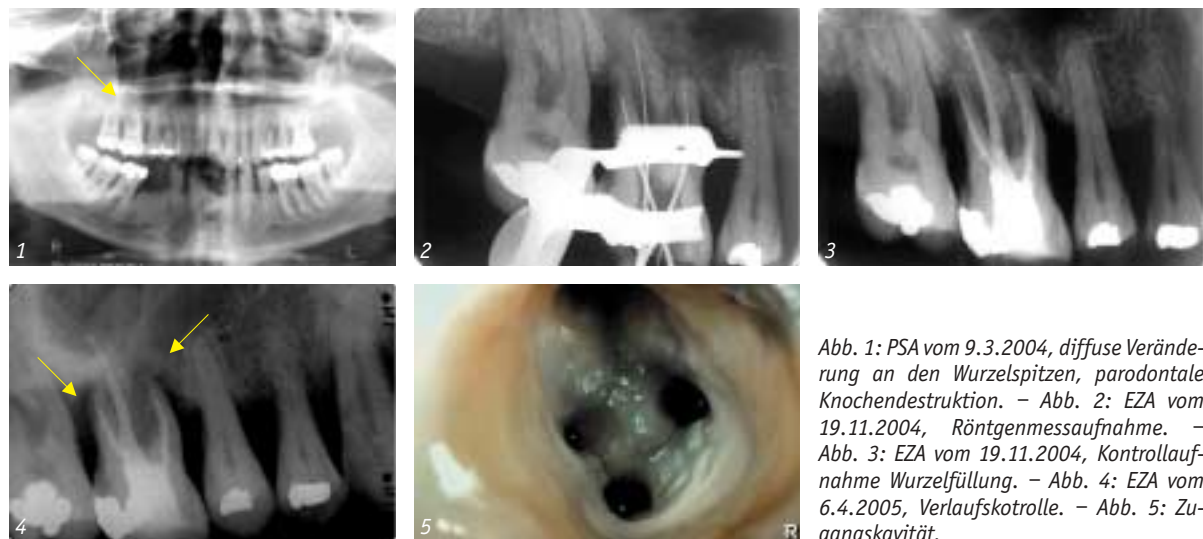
PSA vom 9.3.2004, diffuse Veränderung an den Wurzelspitzen, parodontale Knochendestruktion. – Abb. 2: EZA vom 19.11.2004, Röntgenmessaufnahme. – Abb. 3: EZA vom 19.11.2004, Kontrollaufnahme Wurzelfüllung. – Abb. 4: EZA vom 6.4.2005, Verlaufskontrolle. – Abb. 5: Zugangskavität.
